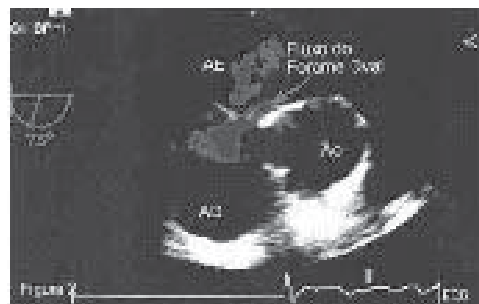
FOP no ecocardiograma transesofágico
